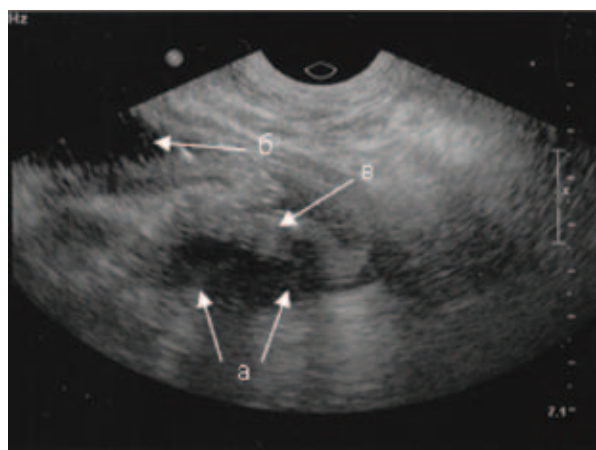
ТРУЗИ. Показана опухоль прямой кишки (аденокарцинома). Структура опухоли пониженной эхогенности. а – объемное образование пониженной эхогенности; б – виден просвет кишки, заполненной жидкостью; в – стенка прямой кишки, лишенная дифференцировки
